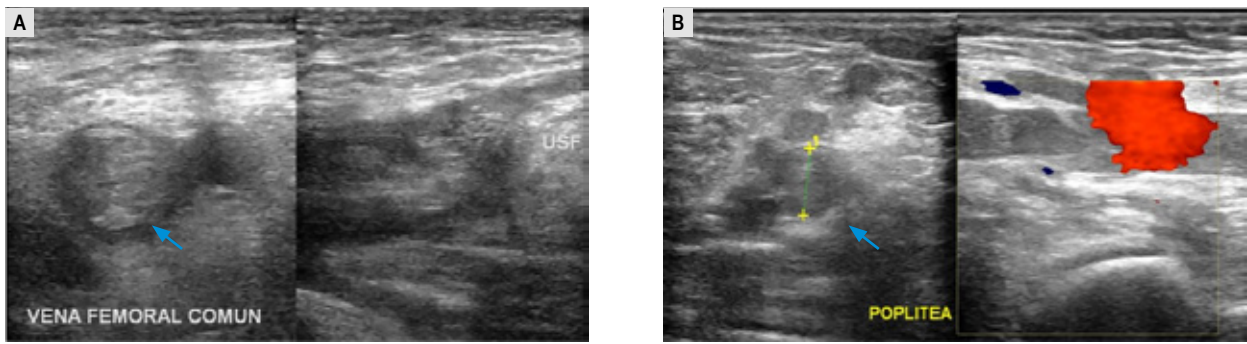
Ecografía doppler del miembro inferior izquierdo. A: Trombosis a nivel de la vena femoral común. B: Trombosis en vena poplítea.
